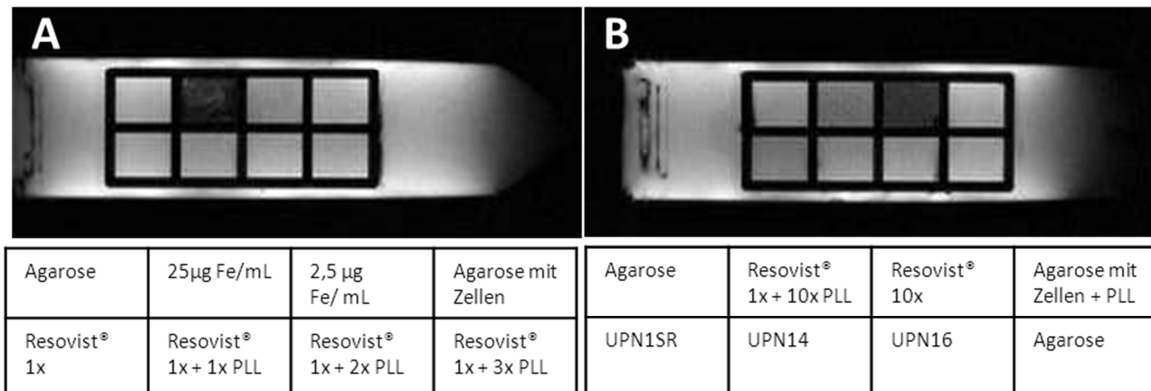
T2 gewichtete MRT Messungen von HeLa-Zellen (200.000/mL). Die Zellen wurden vor der Einbettung für die MRT Messung für 24 h mit den entsprechenden Partikelkonzentrationen inkubiert. 1x Resovist®=25 µg Eisen/mL; 1x PLL= 1,5 µg/mL Poly-L-Lysin; Kapseln (UP) 75 µg/mL.
